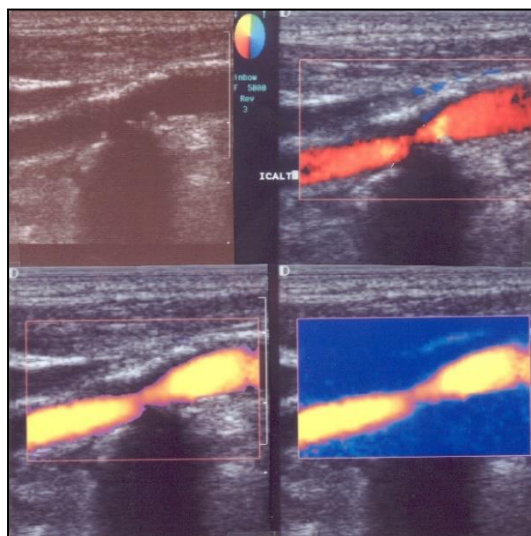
immagini dell'arteria carotide interna (ICA) rappresentata rispettivamente in B-mode 2D, ecocolor Doppler, color power Doppler e color power Doppler con sottrazione d'immagine.
